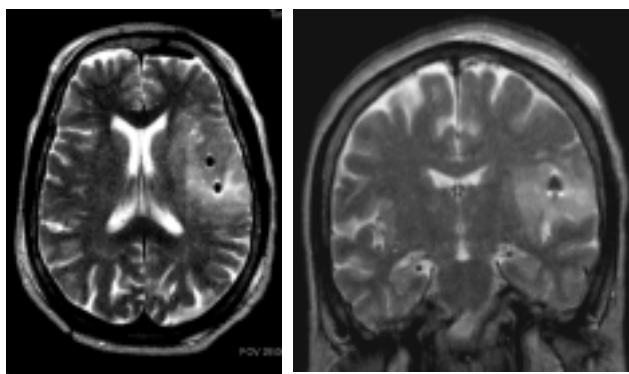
Рентгеноконтрастные метки (МРТ контроль).
